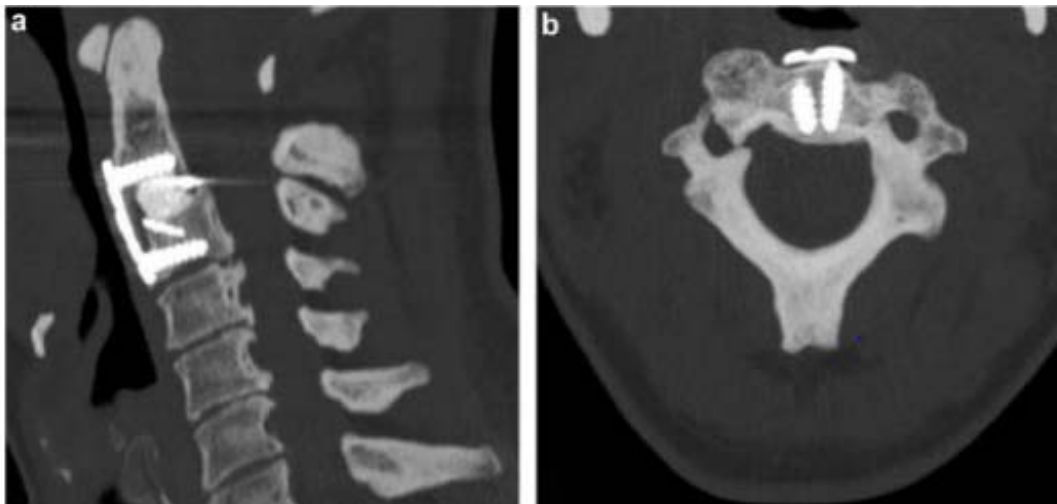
TDM du rachis cervical : Contexte de fracture bi-isthmique de C2
